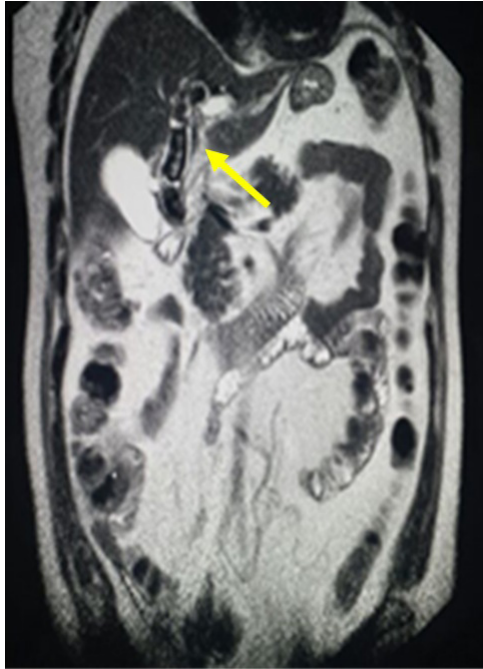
Colangiografía por resonancia magnética en la que se observa dilatación gigante de la vía biliar intra y extra hepáticas (hepático común 25-30mm).
